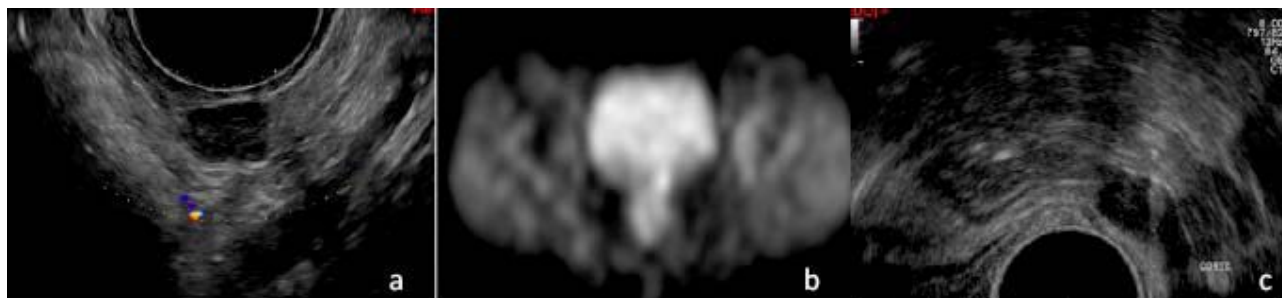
Paciente postoperada de cáncer de ovario, exploración física con sospecha de recaída en el tacto vaginal. a) Ultrasonido transvaginal: Lesión en cúpula vaginal sólida, hipoecoica, con vascularidad periférica. b) hipermetabolica en el PET. c) Biopsia transrectal: adenocarcinoma poco diferenciado.
